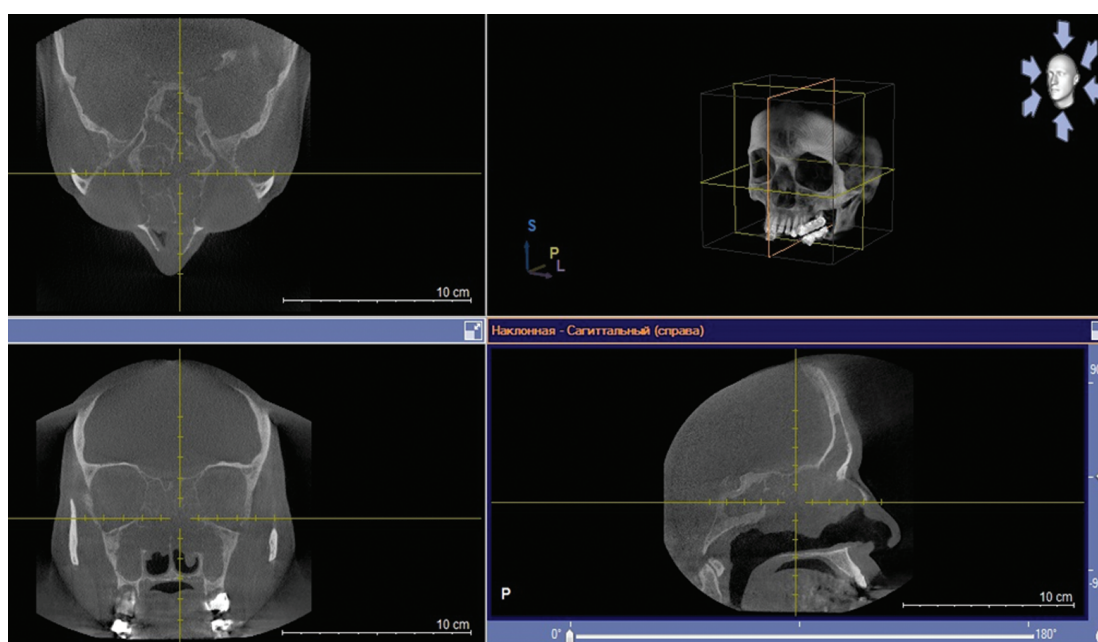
Компьютерная томограмма околоносовых пазух, хронический полипозный риносинусит
